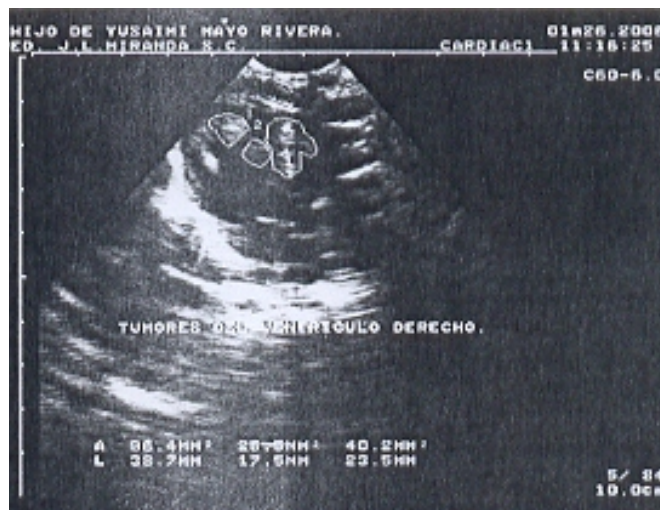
Ecocardiograma Doppler.
